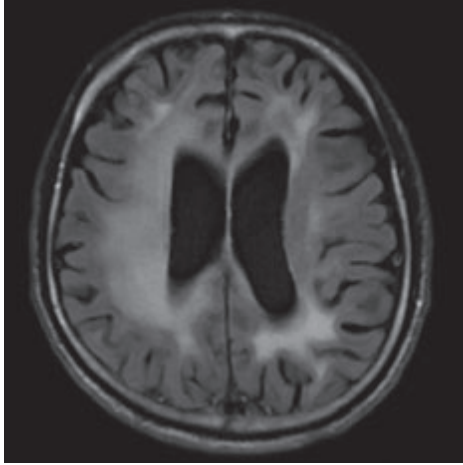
脳MRI FLAIR画像：大脳白質のびまん性高信号
